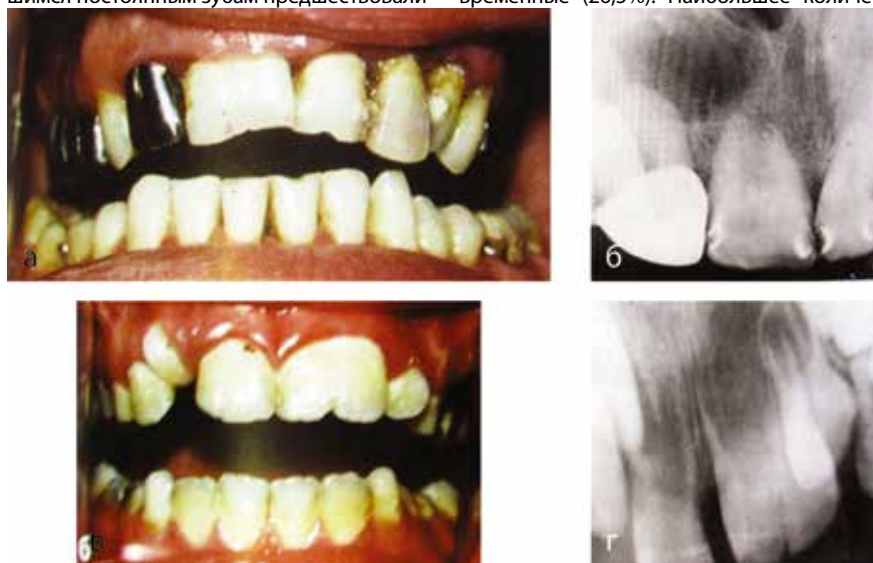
Фото прикуса и прицельных рентгенограмм пациентов со слившимися зубами, подтверждающие наследственную природу передачи данной аномалии величины зубов по «зеркальному типу» (от отца к сыну). У обоих, кроме слившихся центральных резцов, имеется по два сверхкомплектных зуба по форме латеральных резцов, что также подтверждает наследственность в зубной гиперпродукции: а, б — у отца слившийся правый центральный резец со сверхкомплектным зубом, у а сына; в, г — слившийся левый резец со сверхкомплектным зубом. Слияние зубов на всем протяжении (IV тип слияния)
